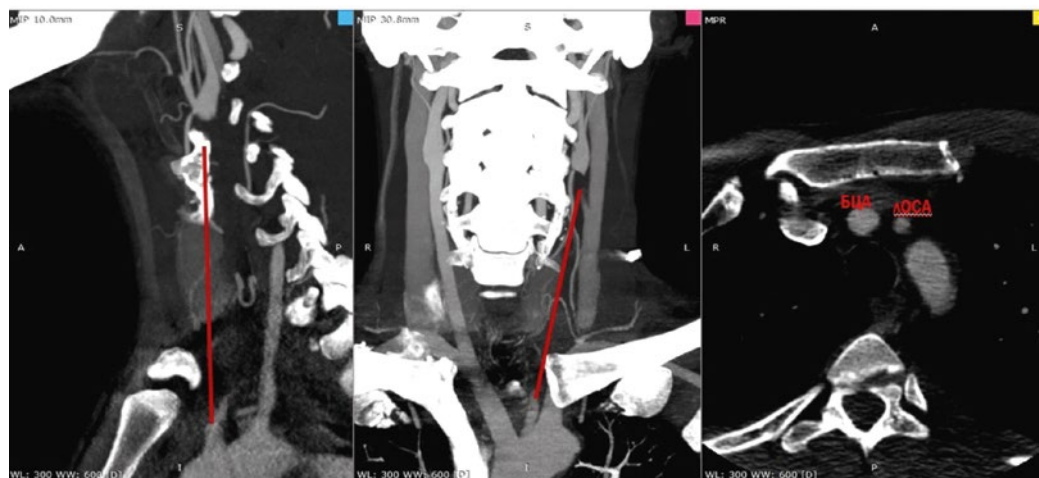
КТ – ангиография магистральных артерий головы. Красной линией обозначена окклюзированная левая ОСА
